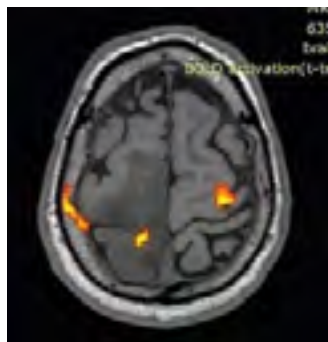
Функциональная МРТ (BOLD-test) у пациента с глиомой двигательной коры головного мозга справа. Опухоль имеет серый цвет. Участки коры, ответственные за движения левой кисти, выделены красным и желтым цветом.
